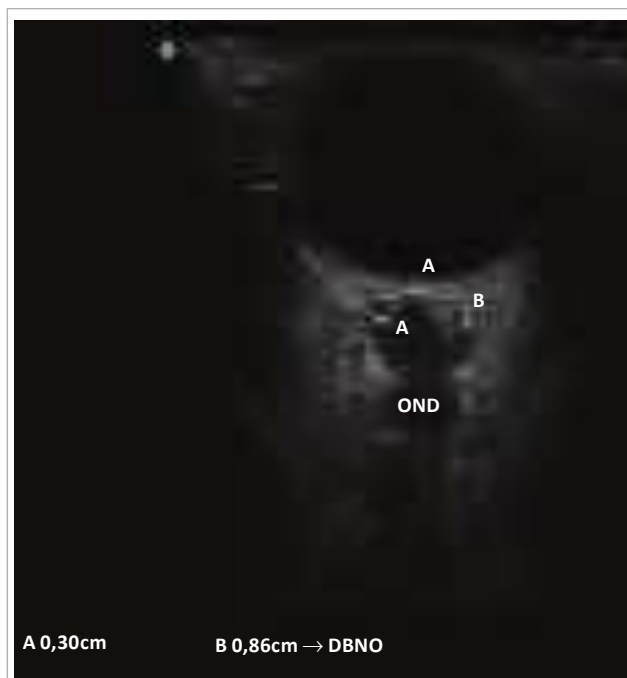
Ultrassonografia ocular bidimensional. Diâmetro da bainha do nervo óptico (DBNO) e diâmetro do nervo óptico (OND) foram medidos 3 mm atrás do globo, em um eixo perpendicular ao nervo óptico.
